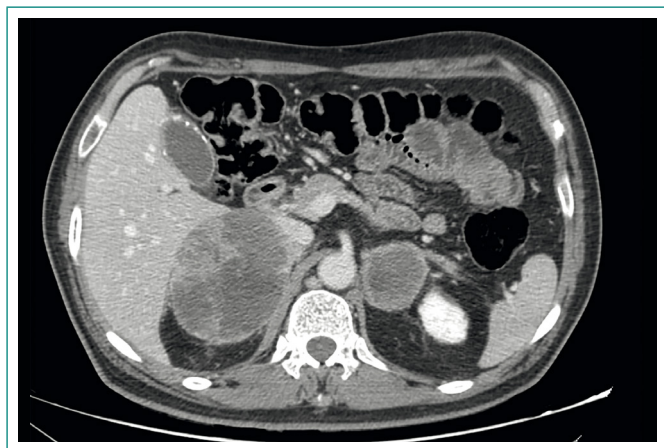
TAC abdominal: metástasis suprarrenales bilaterales
